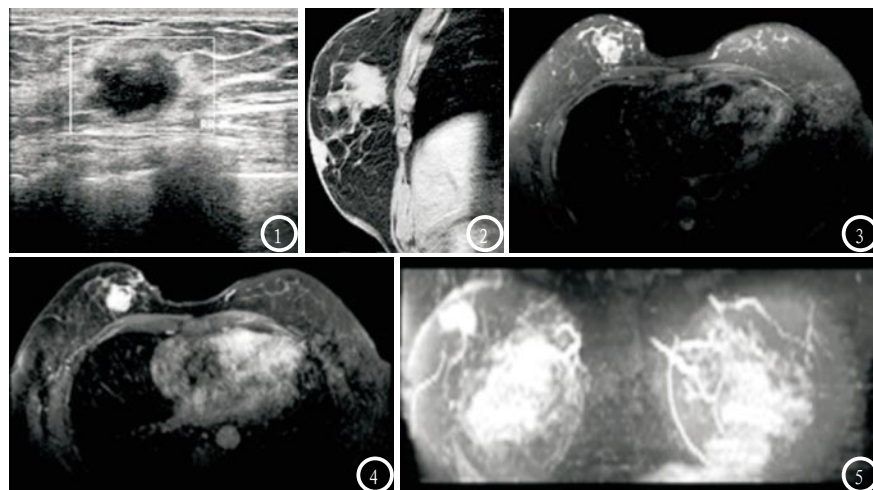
高频彩超图, 右侧乳腺之中上象限2点钟处发现1.8cm×1.1cm低回声, 并且边缘毛糙, 形态不规则; 图2 T<sub>2</sub>WI矢状位; 图3 脂肪抑制序列; 图4 增强MRI轴位; 图5 最大密度投影冠状位。
